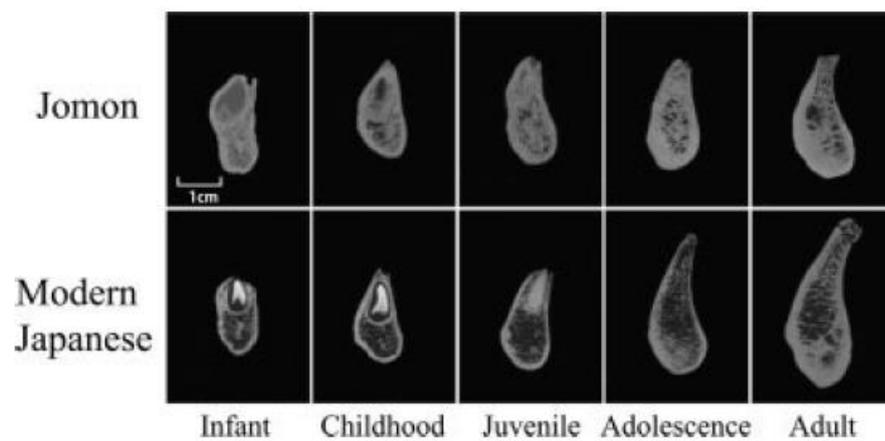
CBCT de la partie horizontale de la mandibule du Jomon et du japonais moderne [56].
